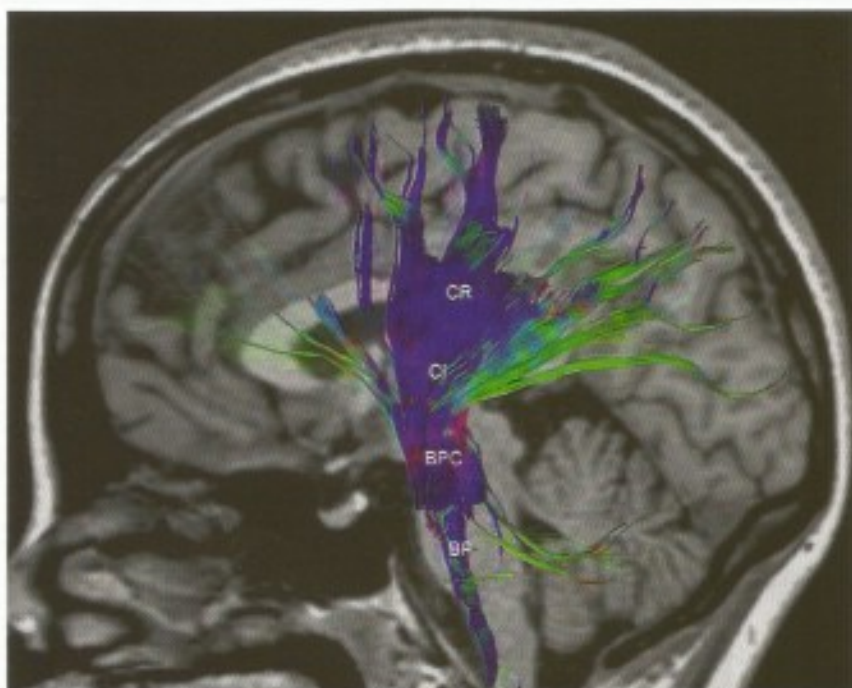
Tomografia por ressonância magnética. Corte sagital mediano. [Gentileza do Dr. Guilherme Cabral Filho.]
